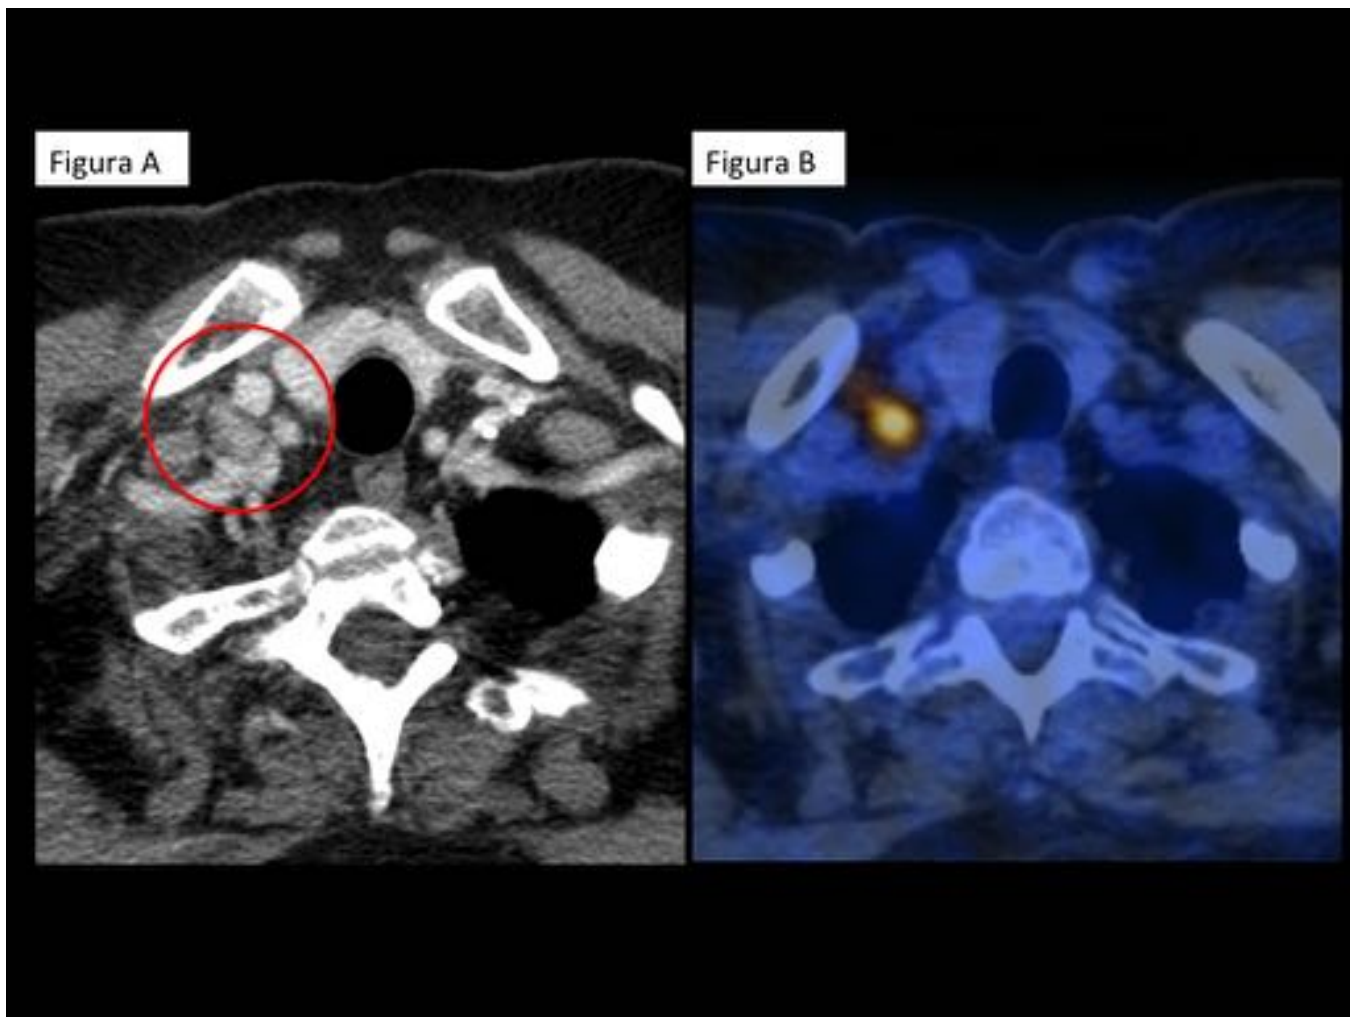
Adenopatía metastásica por adenocarcinoma de pulmón diagnosticada con BAG guiada con ecografía. Adenopatía supraclavicular derecha visualizada en TC de tórax con contraste iv (figura A, círculo rojo). Correspondencia de los hallazgos de TC con los de PET-TC que muestran que la adenopatía es hipermetabólica (figura B). Se realizó BAG guiada con ecografía de la adenopatía que confirmó metástasis ganglionar y que estableció N3.
